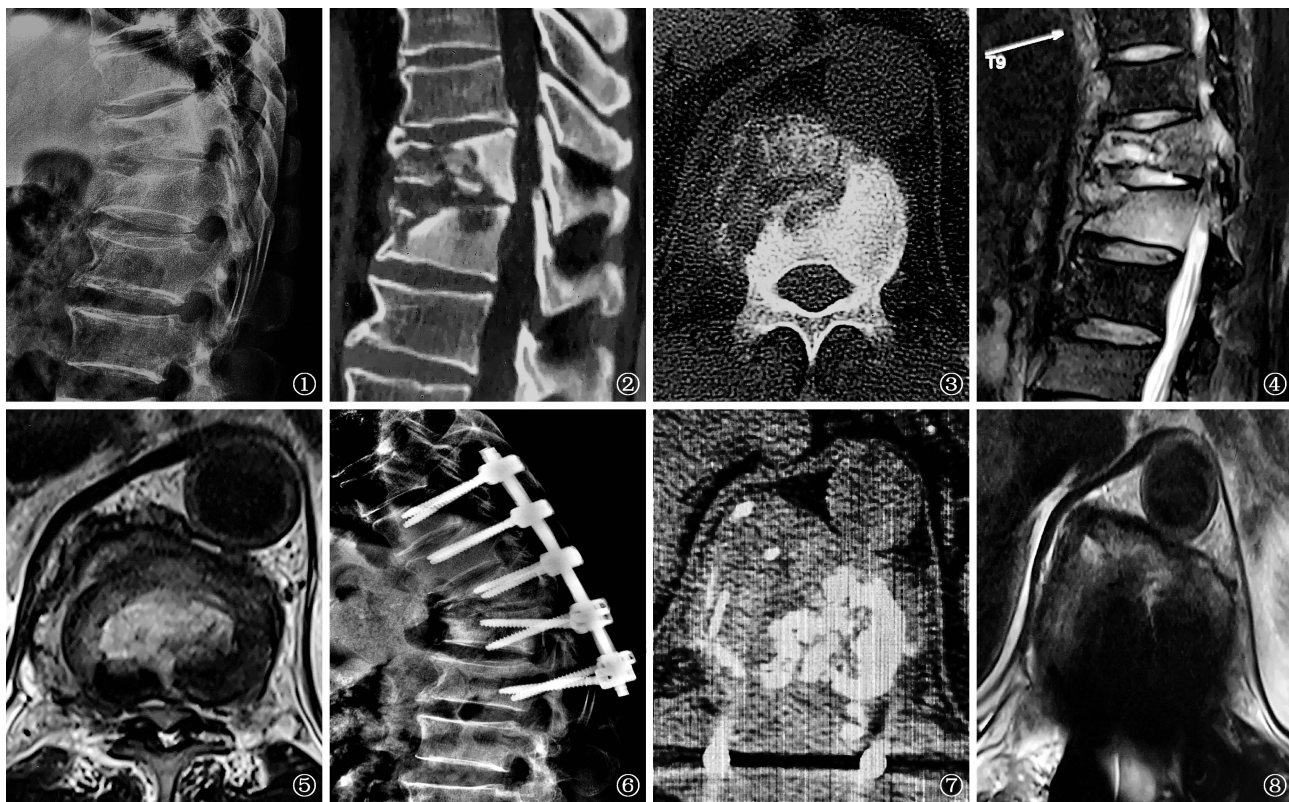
~5 患者,男,55 岁,第 1 次入院术前 T11~12 椎体影像学检查(2018 年 5 月 19 日)。图 1 为 X 线摄影,可见 T11~12 椎体结核病灶复发,局部压缩变扁,呈后凸畸形;图 2、3 为 CT 检查,可见病变区穿凿样骨质破坏伴虫蚀样空洞;图 4、5 为 MR 检查,可见椎体周围脓肿
